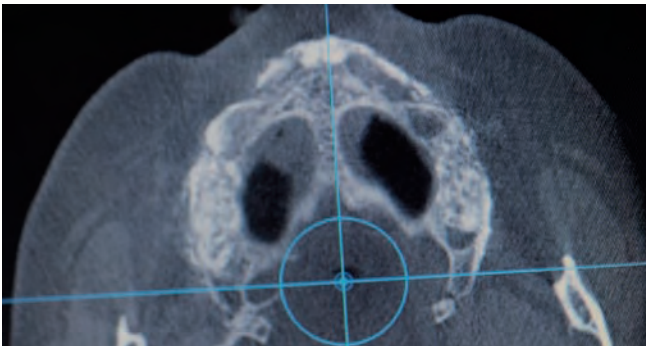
Cortes del CBCT donde se muestra la anchura conseguida.
